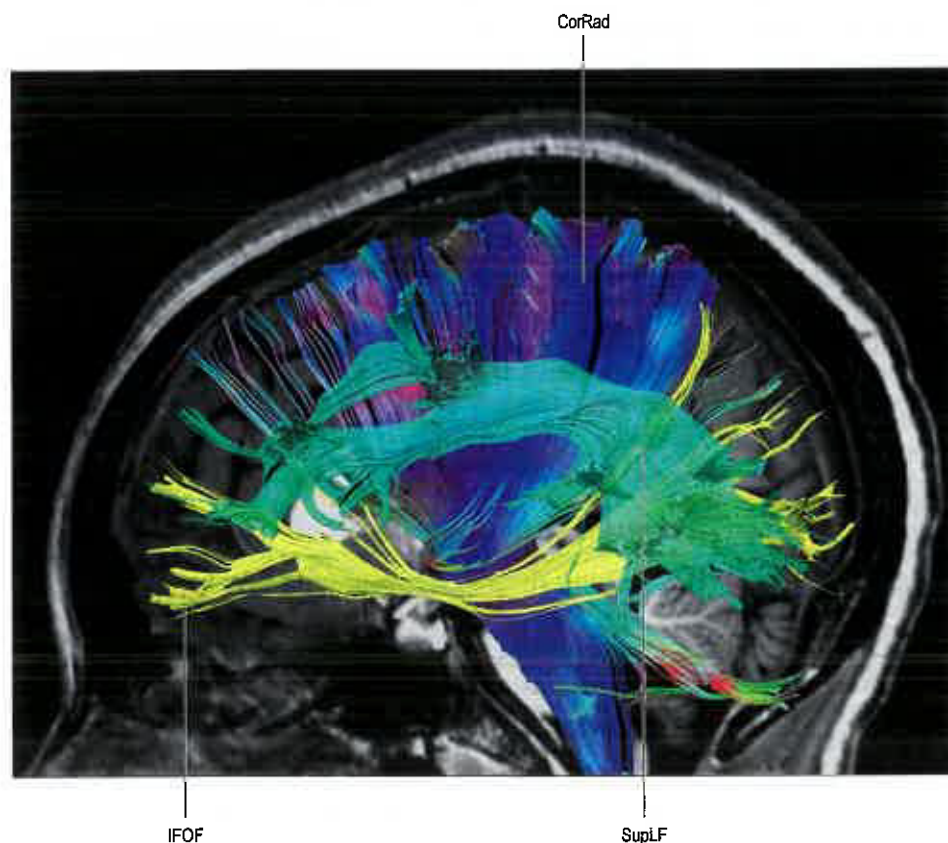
Ricostruzione mediante RM con tensore di diffusione della corona radiata (CorRad), del fascicolo longitudinale superiore (SupLF) e del fascicolo fronto-occipitale inferiore (IFOF). (Per gentile concessione del Prof. Edson Amaro Jr MD, Department of Radiology, University of São Paulo Medical School.)
